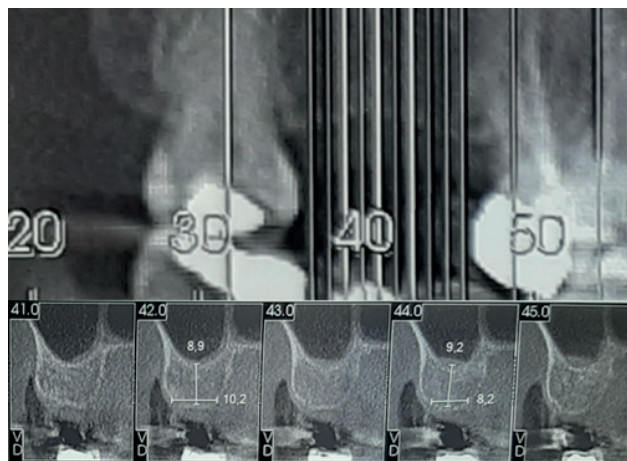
tomografia computadorizada da região edêntula do 17.
